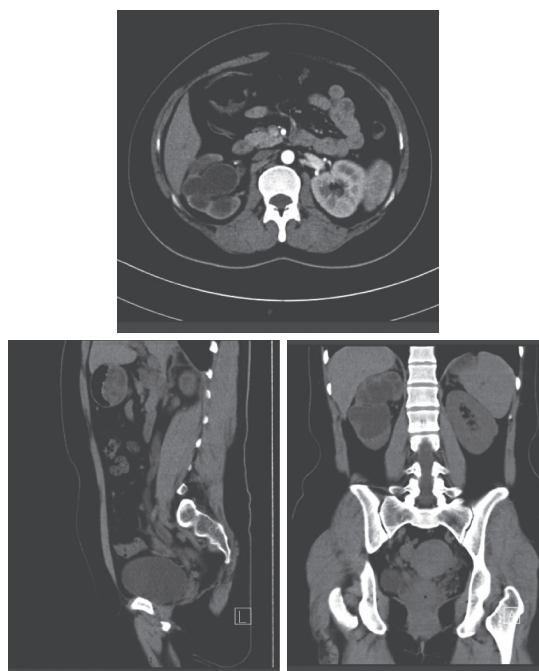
输尿管结核CT提示右肾及右侧输尿管积水较前进展、右侧输尿管下段增厚及右肾囊肿较前无明显变化
